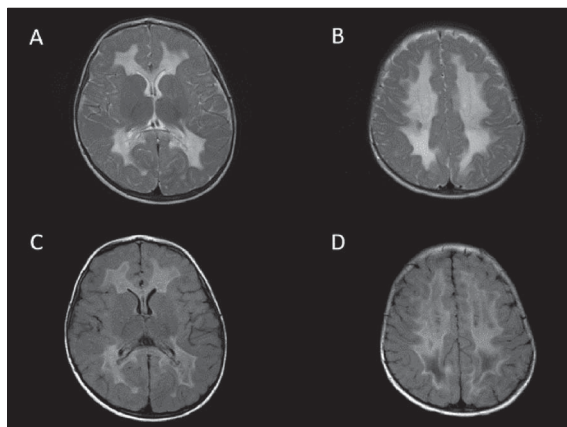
RM-CE realizada aos 15 meses. As imagens em T2 (a e b) mostram hiperintensidade nas regiões periventriculares, corpo caloso, coroa radiada e centro oval da substância branca. As imagens em FLAIR (c e d) evidenciam zonas de restrição entre a substância branca e a cinzenta.
